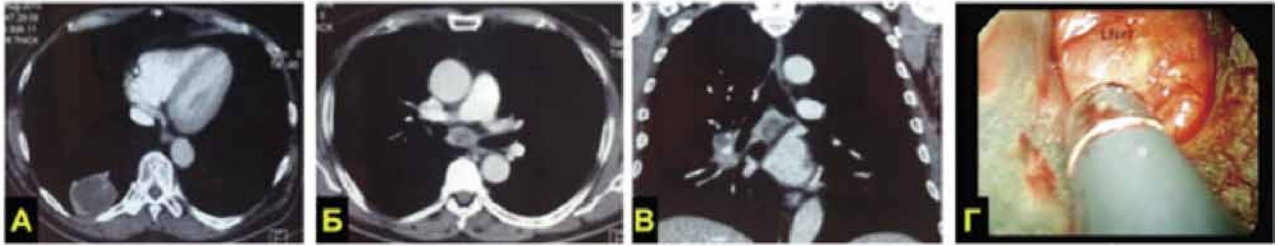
А-В Ангио-СКТ: периферическая опухоль в нижней доле правого легкого 35х38х36 мм, увеличенные до 18 мм бифуркационные лимфоузлы, биопсия которых выполнена при видеомедиастиноскопии (Г)
